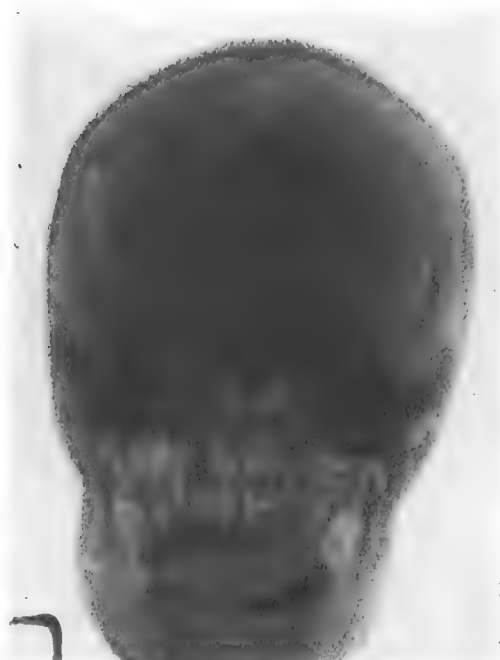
Radiographie de face, éclat d'obus dans l'hémisphère droit.
